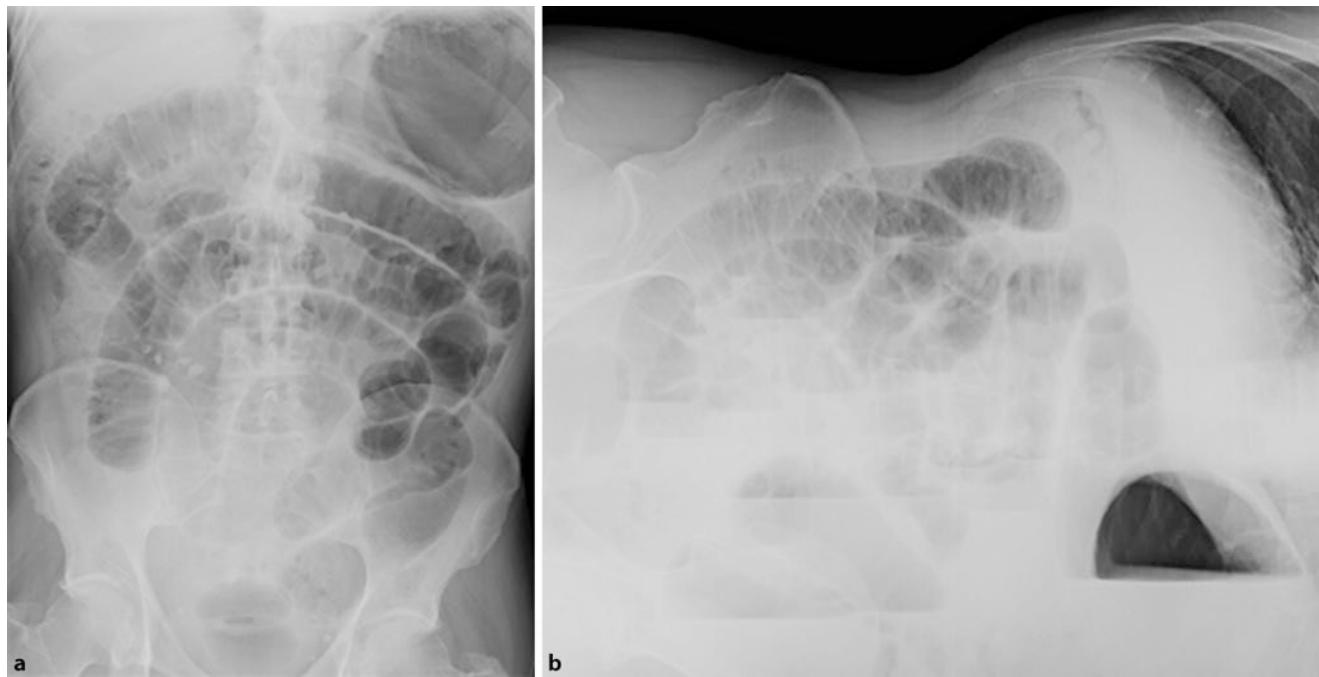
Röntgenaufnahmen des Abdomens in Rückenlage (a) sowie in Linksseitenlage (b) bei Dünndarmileus: In Rückenlage erkennt man eine deutliche Dilatation von Magen und Dünndarmschlingen. Spiegelbildungen lassen sich erst in der Linksseitenlage nachweisen
